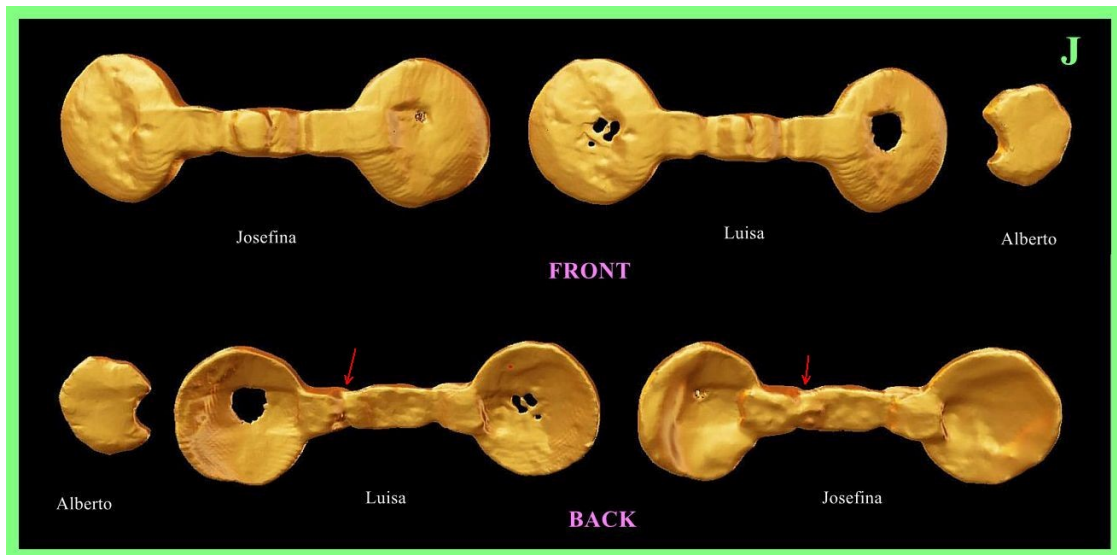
TC 3D que muestra vista frontal (fila superior) y posterior (fila inferior) de implantes metálicos encontrados en tridáctilos tipo J. Nótese el diseño exquisito y similar, con marcas de herramientas, en los implantes torácicos con forma de mancuerna en 'Josefina' y 'Luisa'. Se sospecha un mecanismo de bloqueo en las barras centrales (flechas rojas).
